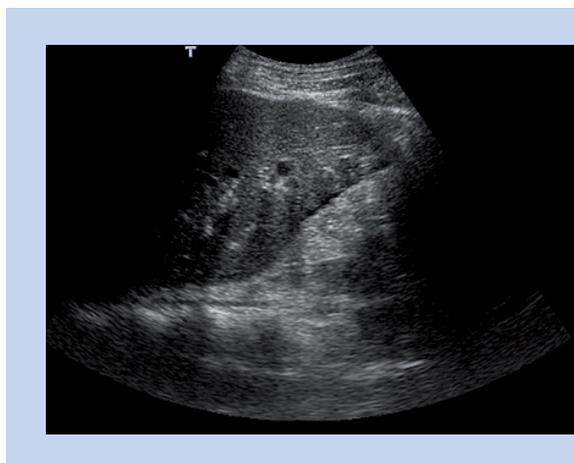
Ecografía hepática que muestra cambios indicativos de cálculos lineales intrahepáticos en un paciente con enfermedad de Caroli.
